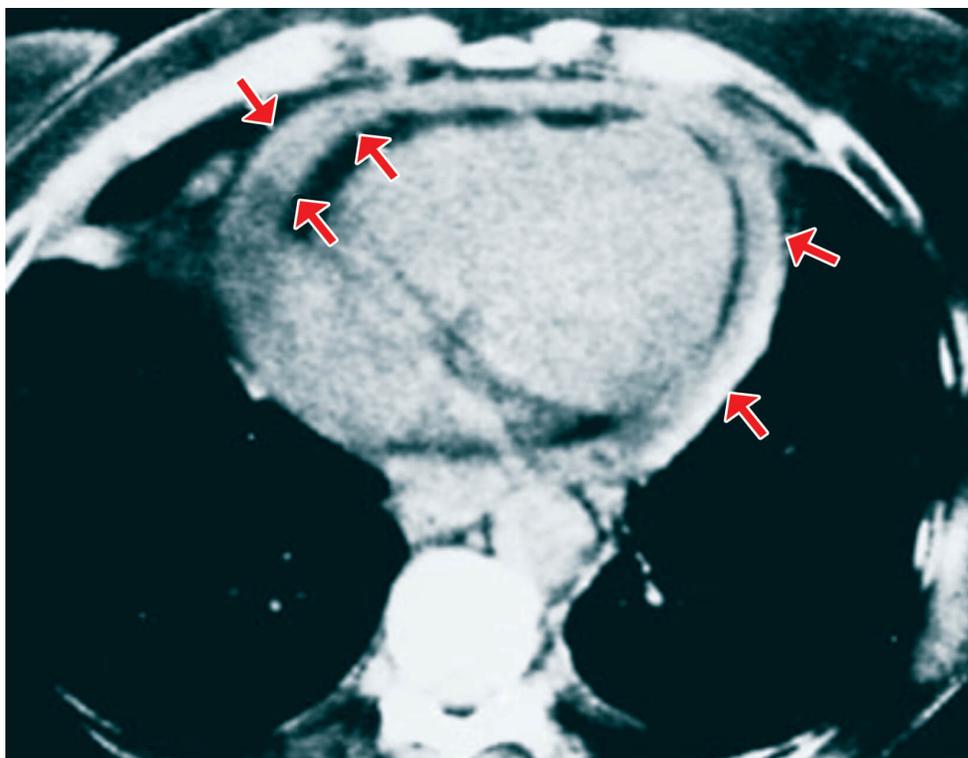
Tomografia de pericardite constrictiva
